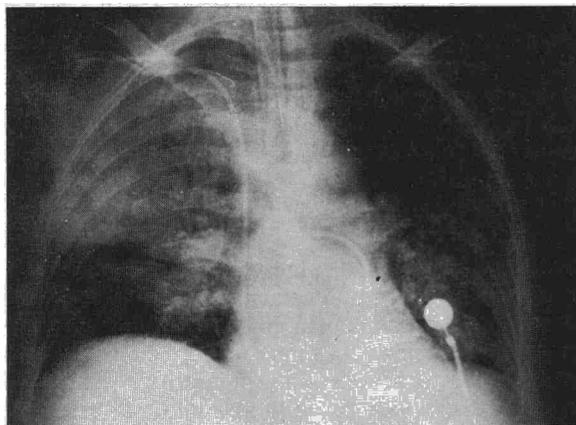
Radiografía que muestra el patrón alveolo-intersticial difuso.
